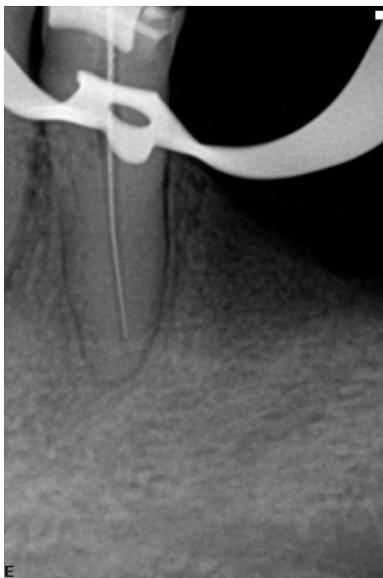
Radiografía de conductometría diente 33.
